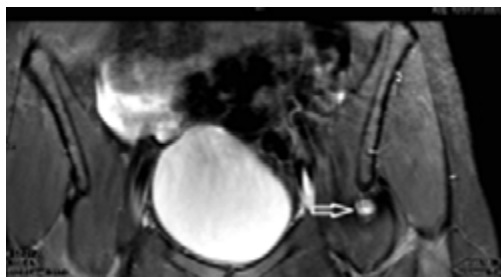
Badanie MRI — sekwencja, obraz T2-zależny guz tkanek miękkich
